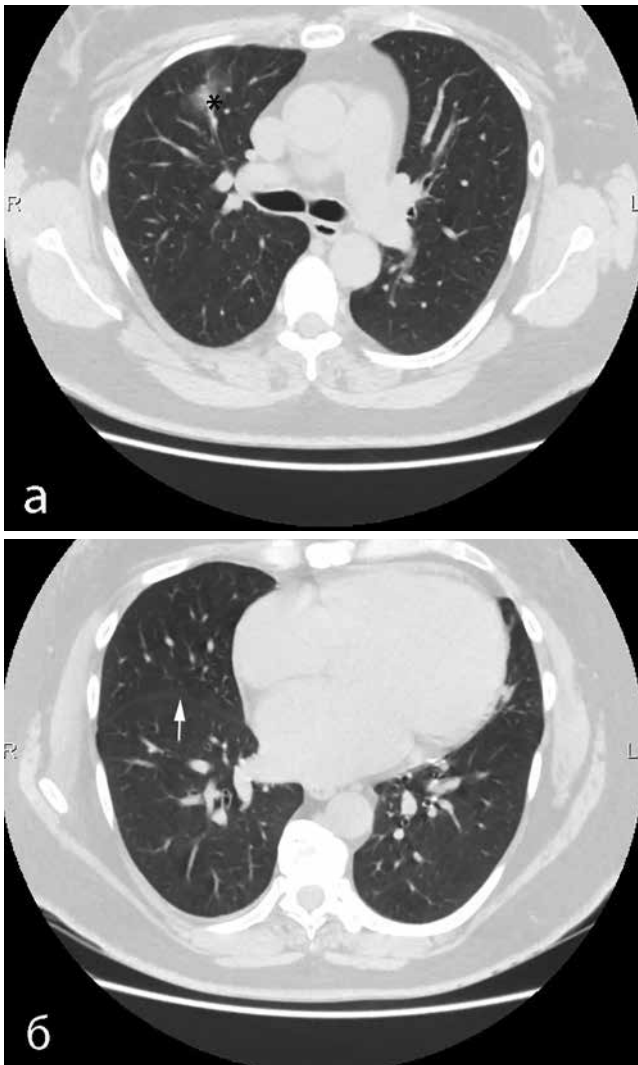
КТ ОГК № 1 пациентки П. от 25.05.2021. а – уплотнение по типу «матового стекла» (*), б – фиброзный тяж (стрелка).
